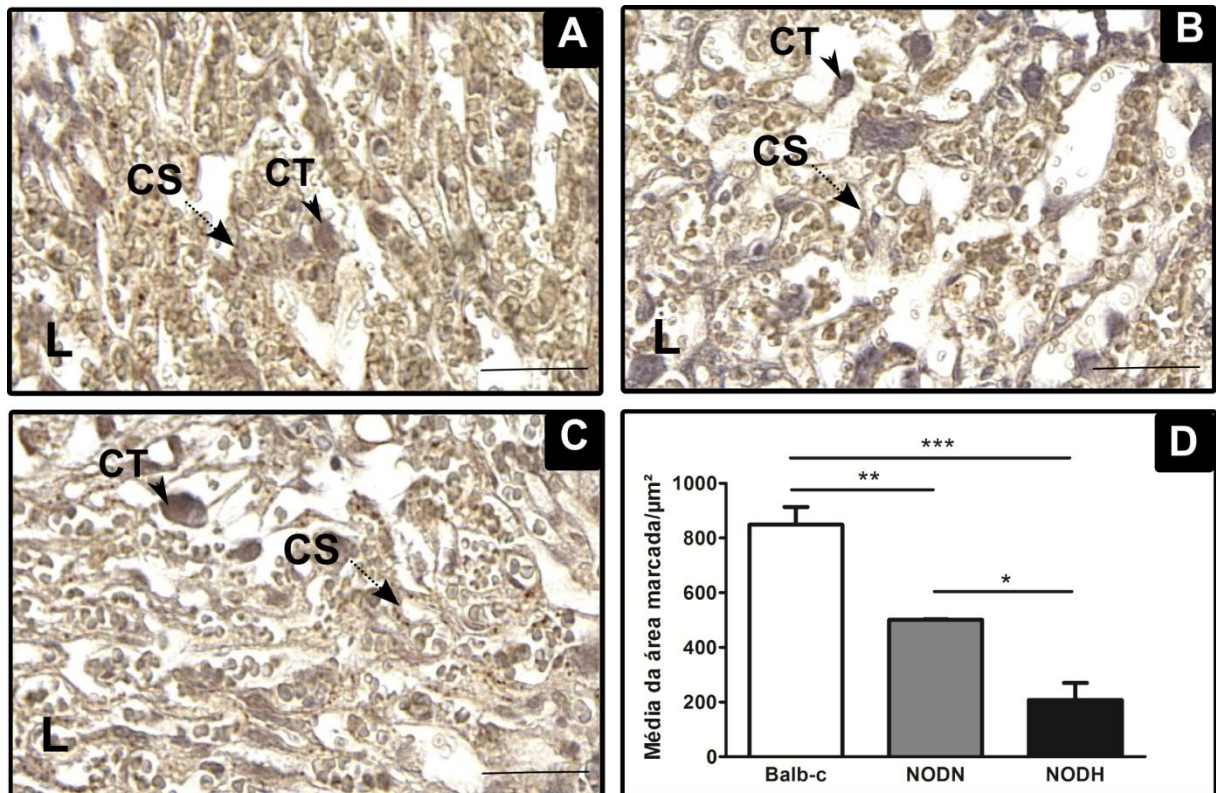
Imunolocalização de CD105 no labirinto (L) de placentas dos grupos Balb-c (A), NODN (B) e NODH (C) no 19,5 dg. Marcação presente no citotrofoblasto (CT) (cabeça de seta) e sinciotrofoblasto (SC) (seta). Cortes de Parafina. Barras: 50μm. D) Quantificação da imunomarcação de CD105 no L. Dados expressos como média ± E.P.M.; teste-t; *p < 0,05; p < 0,001 e *p < 0,0001; n=3.
